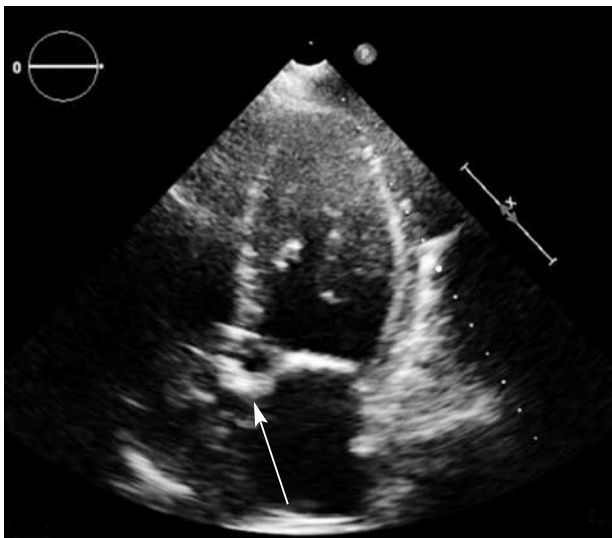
Трансторакальная эхокардиограмма на дооперационном этапе. Стрелкой указан выраженный кальциноз аортального клапана
